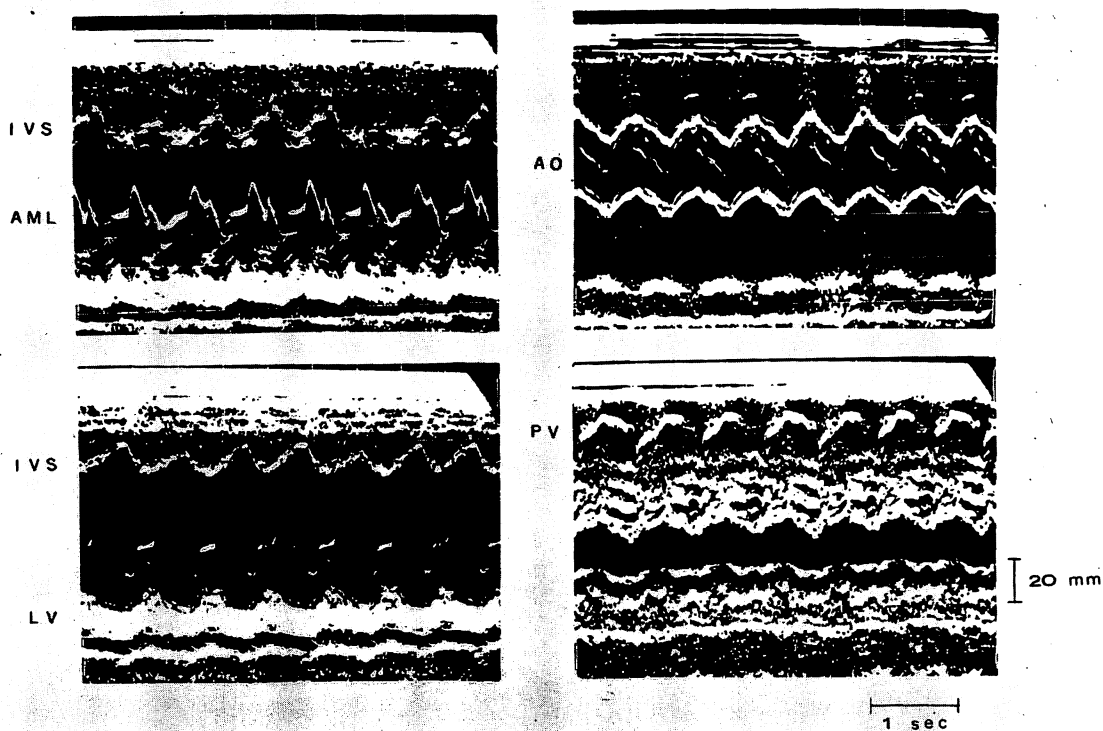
Echocardiogram.
